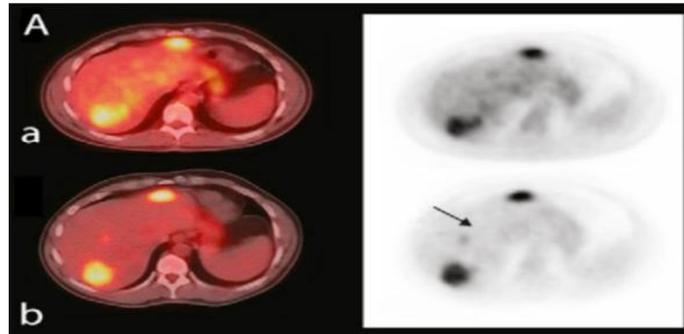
En los cortes de la PET, TC Y PET-CT, en el hígado se observan dos lesiones hepáticas en las imágenes estándar (a), mientras que en las imágenes tardías aparece una tercera lesión activa focal, que corresponde a otro tumor hepático (b). Extraída de <https://moscow.sci-hub.se/1894/d1b72f0a05e1e7e4f29189a4a8aef11d/fuster2012.pdf>
